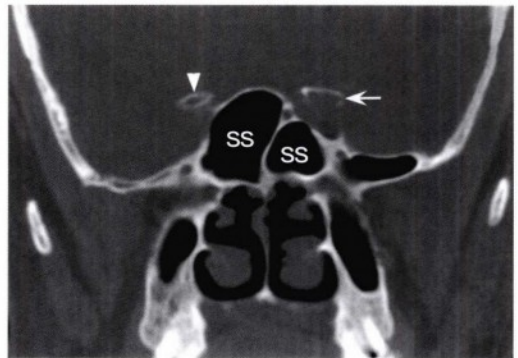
蝶窦（SS）水平的冠状位CT骨窗图像，显示左侧前床突膨胀（箭头），同时其下表面被侵蚀。同时显示正常的右侧前床突（无尾箭头）。
